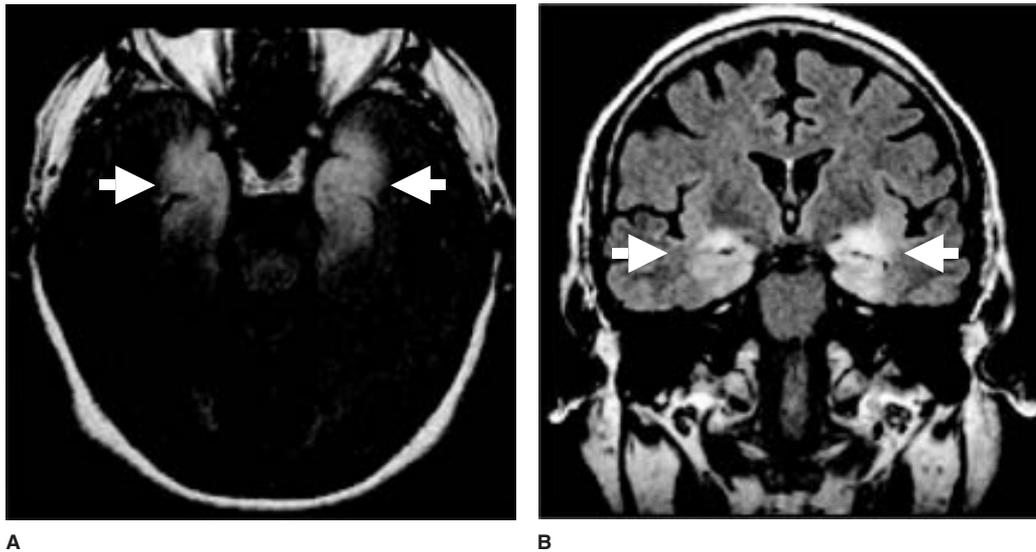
Imagen por resonancia magnética FLAIR con vistas axial (A) y coronal (B) de la encefalitis límbica, donde se aprecia el aumento de la señal (flechas blancas) en los lóbulos temporales medios.
